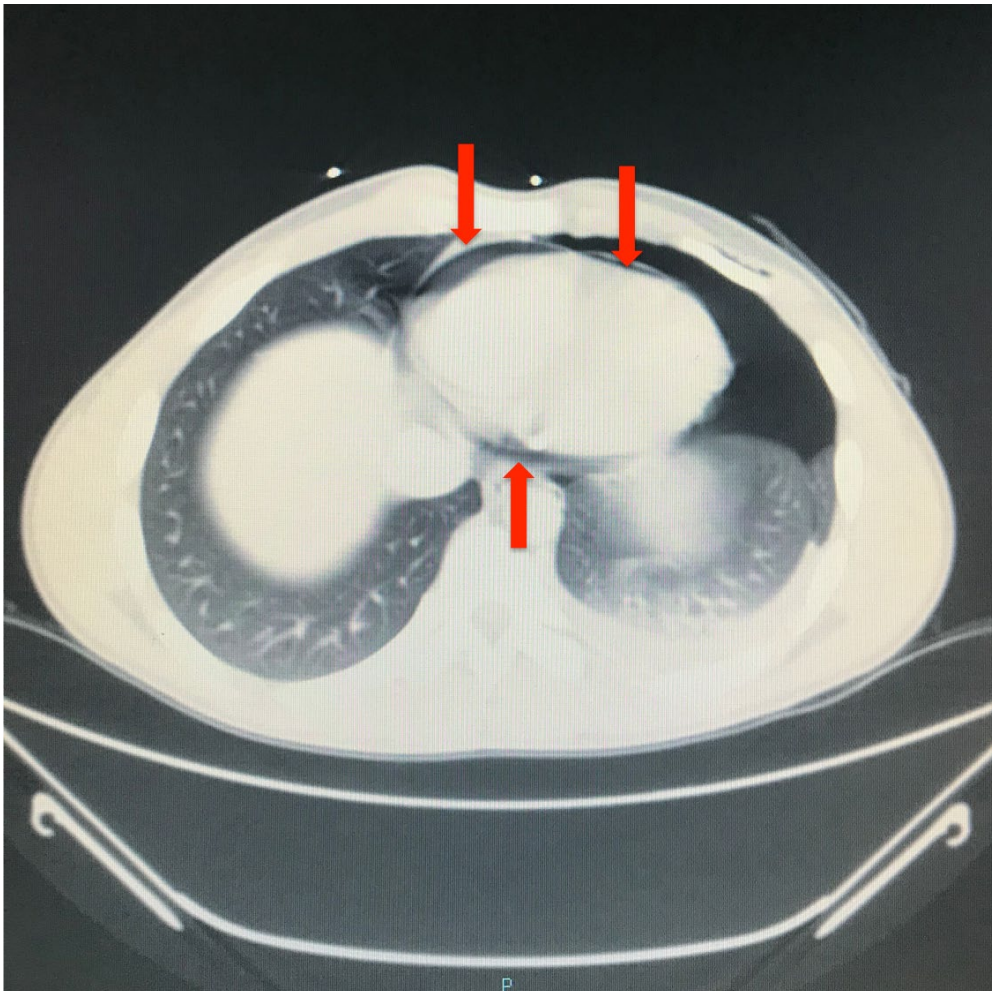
Imagen TAC. Presencia de neumotórax izquierdo y neumopericardio (flechas).
